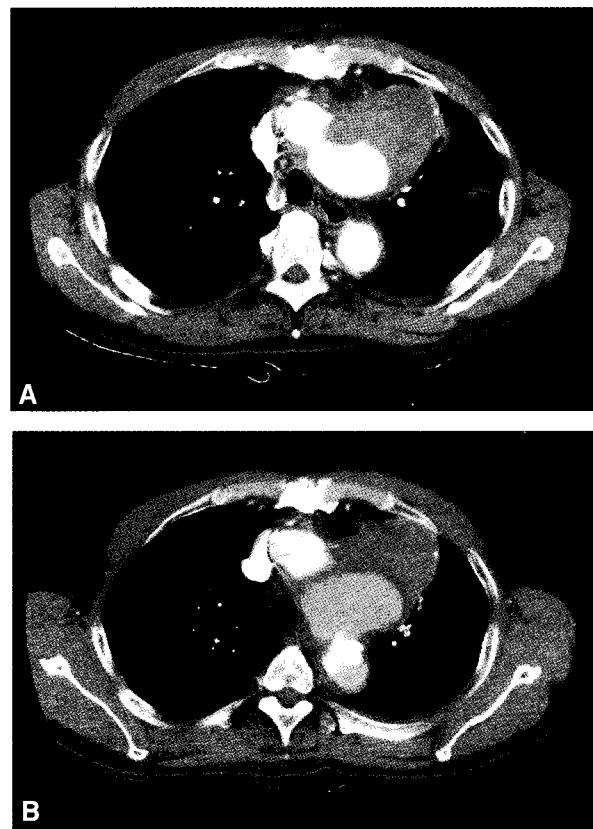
Chest CT was followed up on the 7th postoperative day(A) and 5months later(B).
